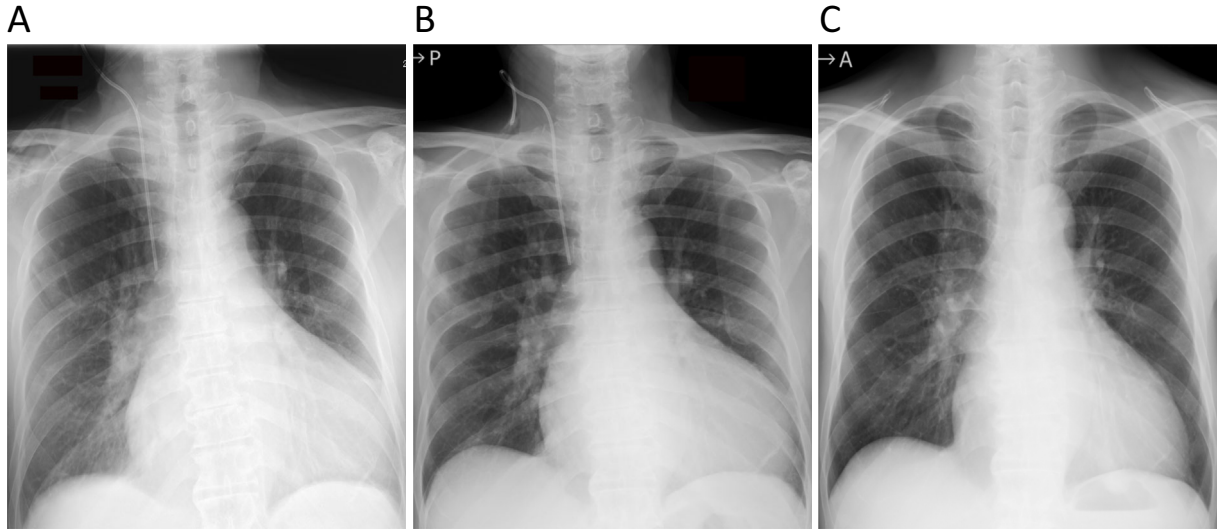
Chest X-ray on day 3 of hospitalization (A), day 10 of hospitalization (B), and day 27 of hospitalization (C). The patient's pleural effusion and cardiothoracic ratio decreased.
